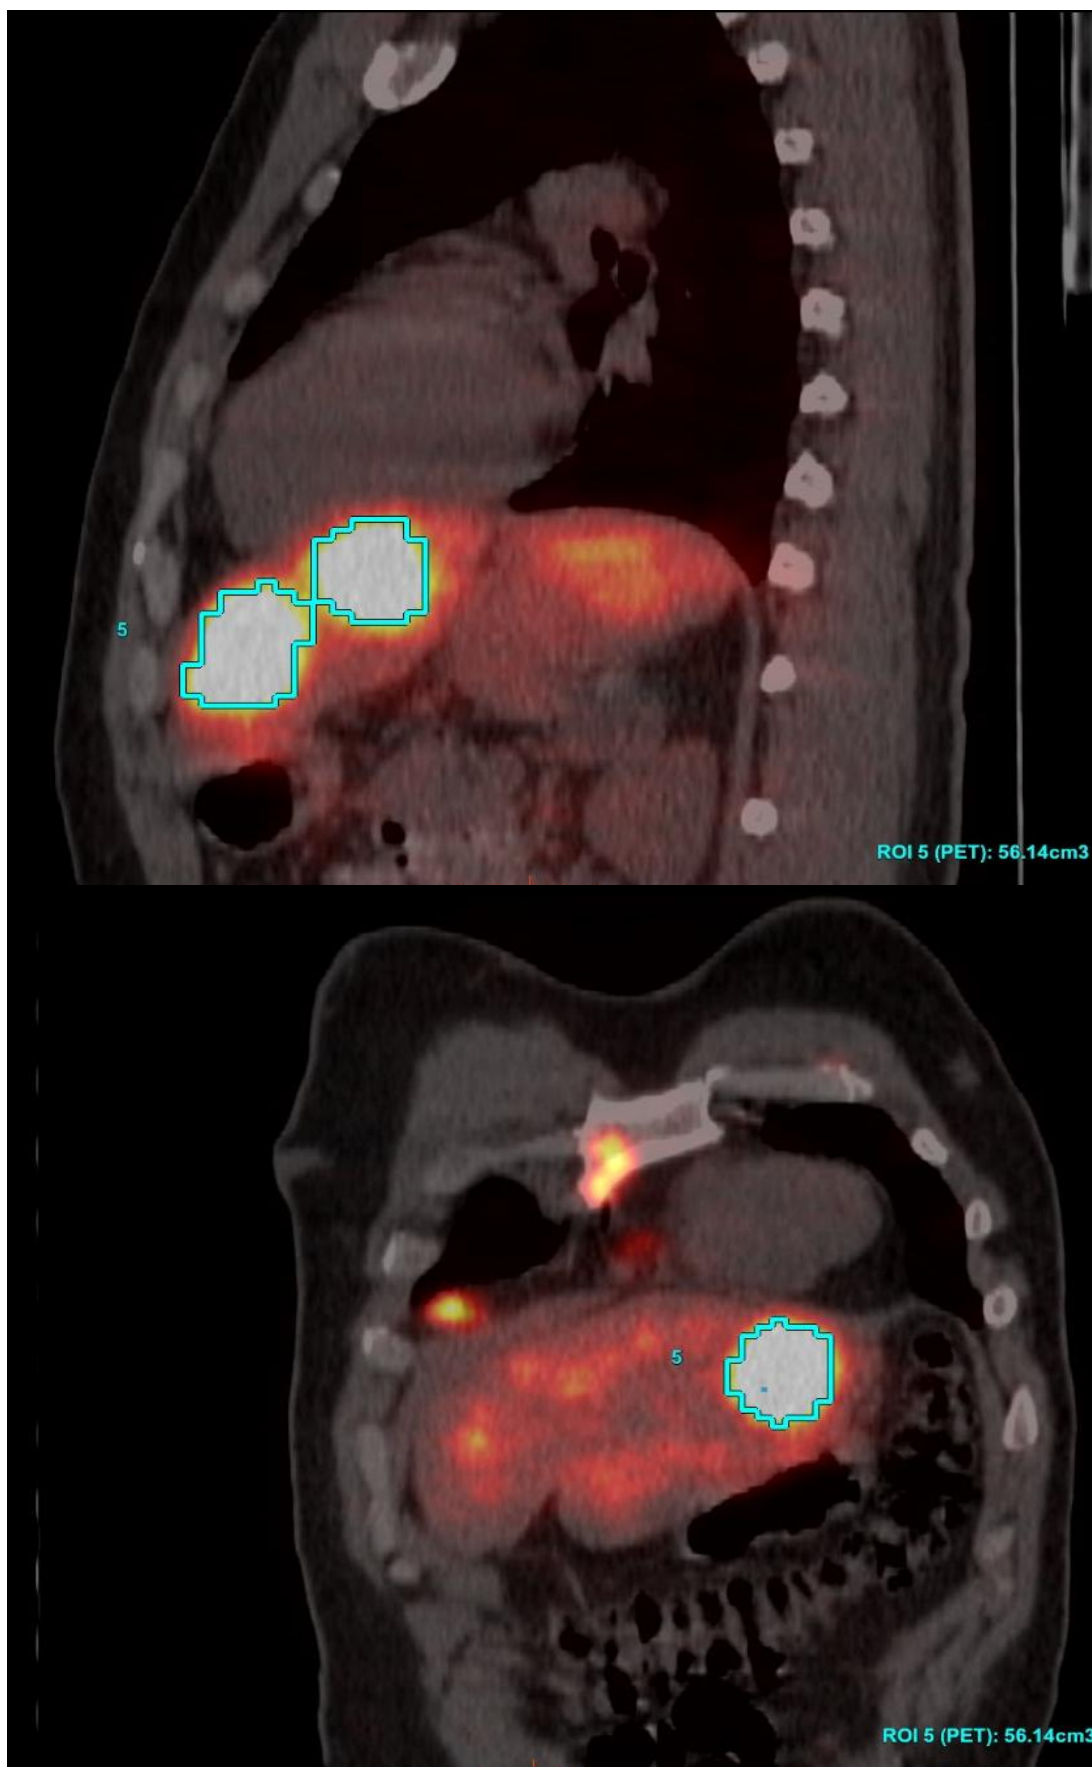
ДВКЛ, IV ст. IV стадия. ПЭТ/КТ с 18F-ФДГ до лечения. Экстранодальные метаболически активные очаги в печени. SUVmax = 21,06.
